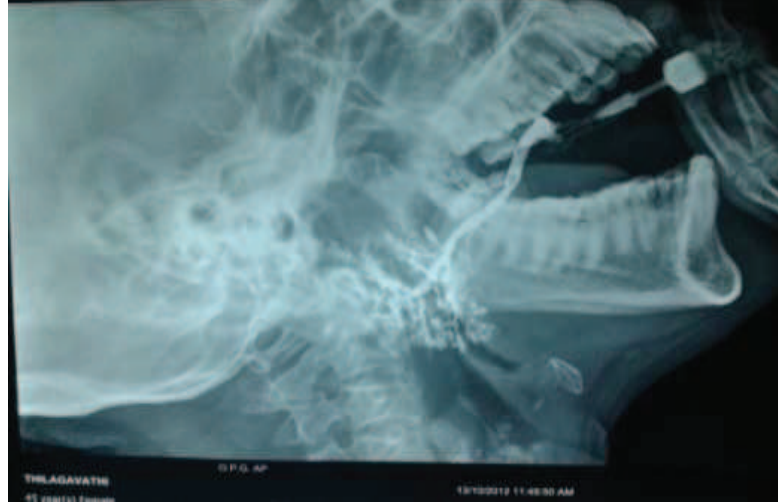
Direk grafide submandibular bez içinde izlenen taş
